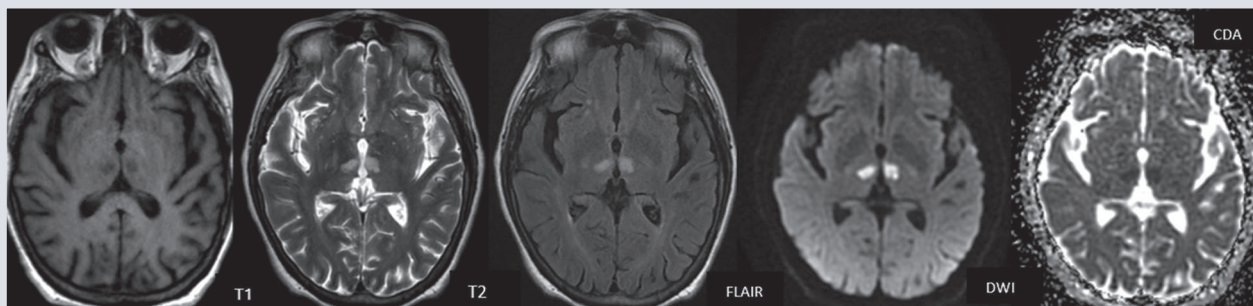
Resonancia magnética. Realizada a los cuatro días posteriores al ingreso. Cortes axiales T1, T2, FLAIR, difusión, CDA. Lesiones de comportamiento hipointenso en T1, hiperintenso en T2 y FLAIR con restricción de señal a la difusión y CDA bajo en relación con lesiones isquémicas en estadio subagudo tardío (tomada de la base de datos del Servicio de Imagenología Hospital Juárez de México, con permiso).
